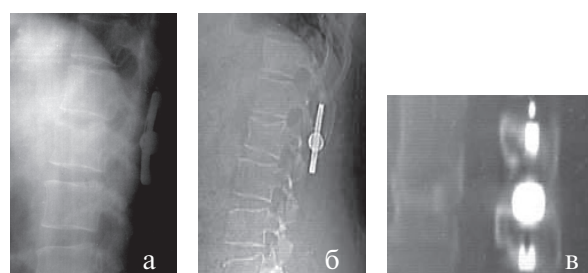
Рентгенограмма больной З., 42 лет. Закрытый неосложненный стабильный компрессионный перелом тела L₁. А – боковая проекция после операции, Б – обзорная КТ-грамма в боковой проекции в отдаленном периоде. В – КТ-грамма в сагиттальной плоскости в отдаленном периоде
